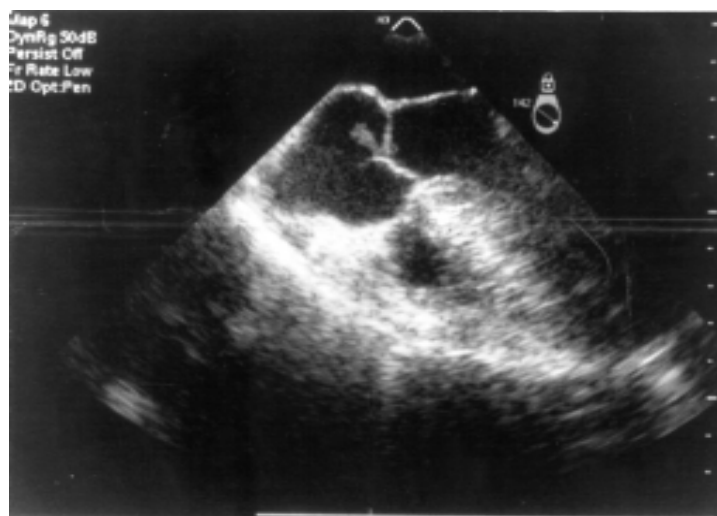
Ecocardiograma Doppler transesofágico. Se observa aumento del espesor de tips de valva coronariana derecha y no coronariana aórtica, de esta última pende una vegetación móvil. Aumento del espesor e hiperrefringencia del tip de valva anterior mitral con imágenes compatibles con vegetación de segmentos proximales a la valva de cuerdas tendinosas de valva anterior mitral.
